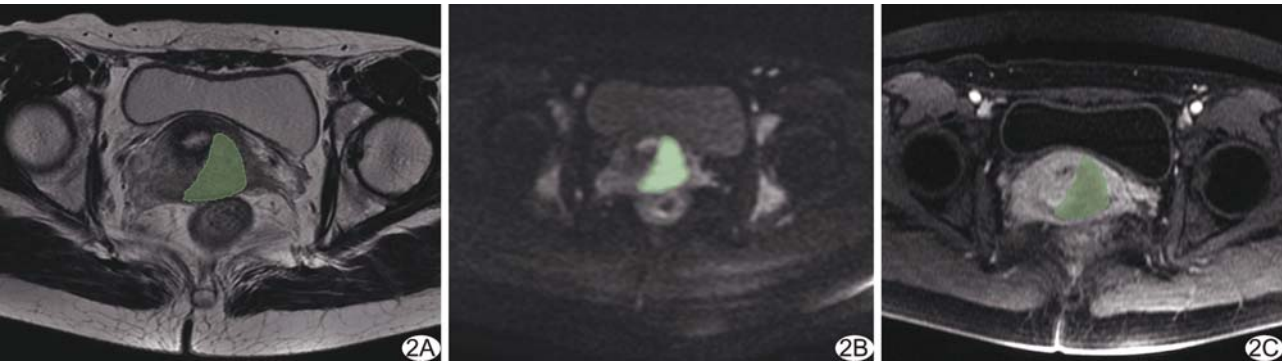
患者女,36 岁,宫颈鳞状细胞癌,FIGO I B2 期,NACT 后无效 于 NACT 治疗前的 T2WI(A)、DWI(B)、T1WI 增强图像(C)上沿肿瘤边缘逐层勾画 ROI
